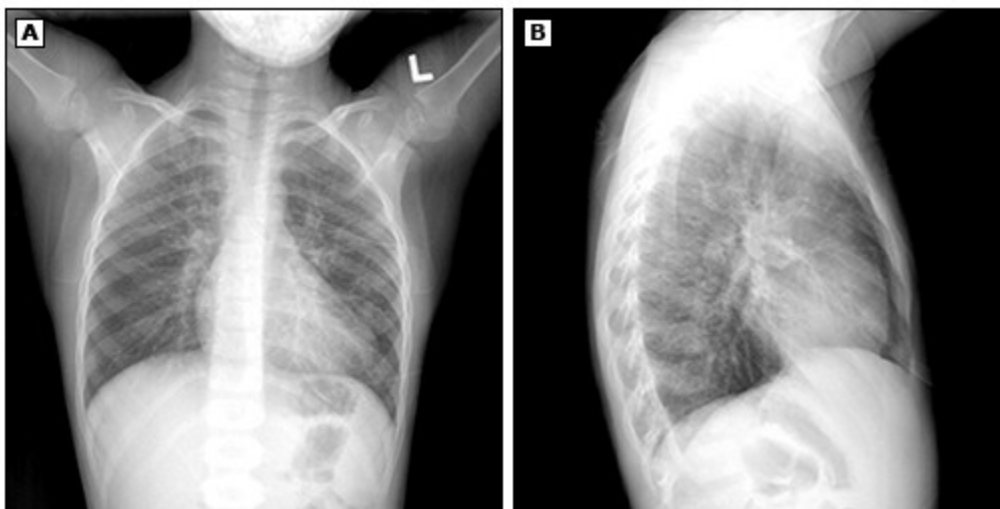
Radiografia de tórax demonstrando consolidação do lobo inferior do pulmão esquerdo
